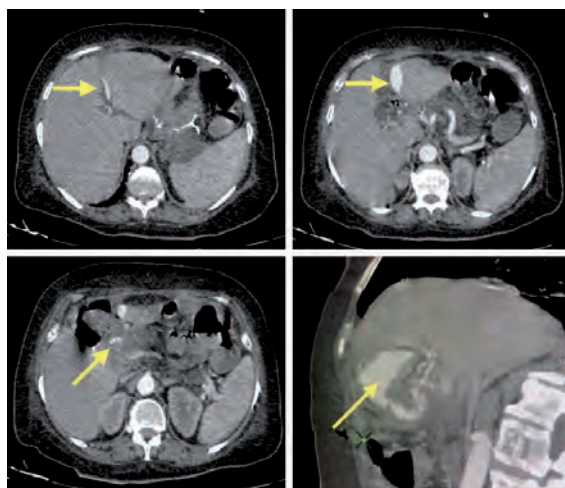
Tomografía computada: sangrado intra-abdominal tardío (15o día postoperatorio) post gastrectomía parcial.
